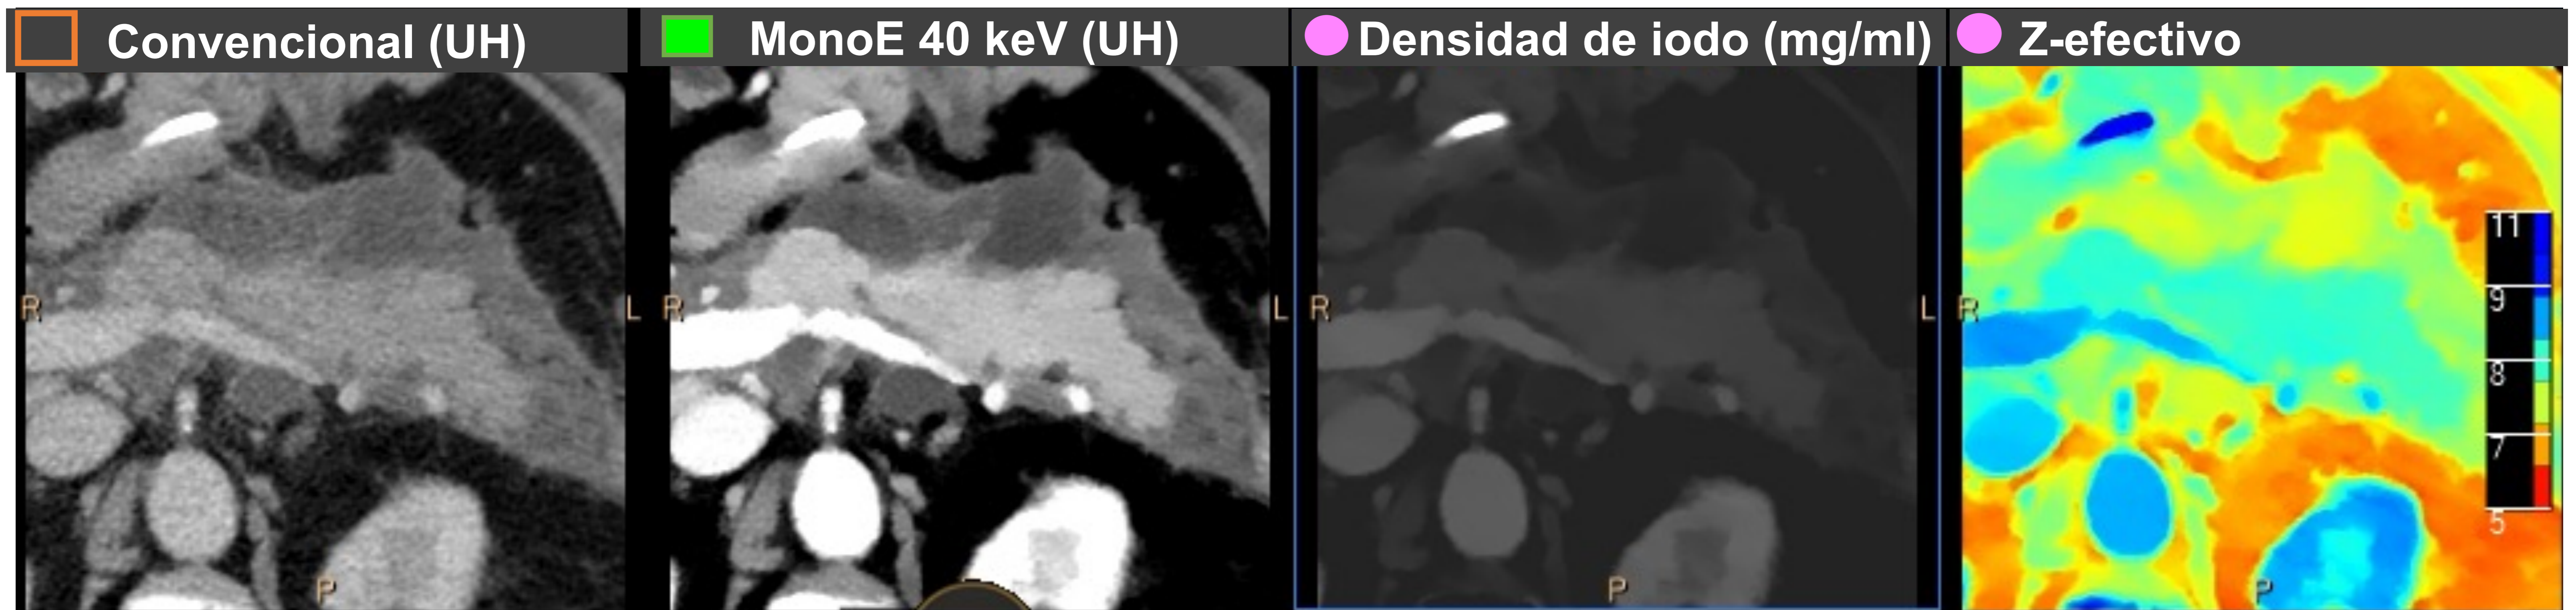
Necrosis encapsulada. Imágenes ampliadas de glándula pancreática de TC abdominal con adquisición en fase venosa. Se observa una colección pancreática heterogénea con una pared realzante, mejor visualizada en el mapa monoE de baja energía (40 keV). Hallazgos compatibles con necrosis encapsulada en el contexto de una pancreatitis aguda necrotizante.
